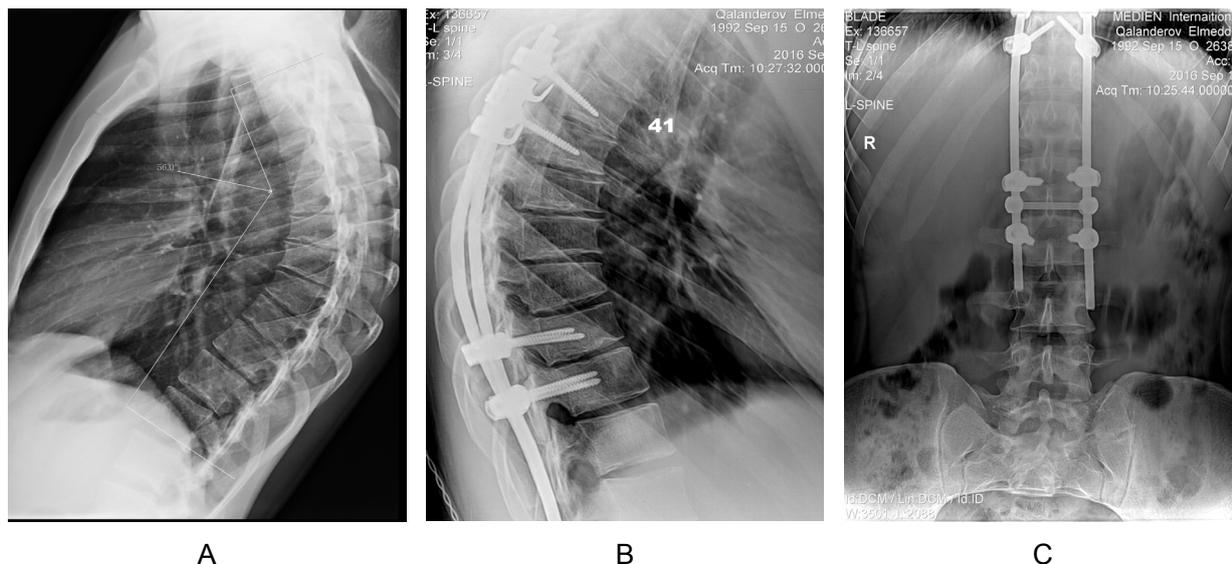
Больной N., 18 лет: А - кифоз Шейермана, рентген-снимок до операции;
